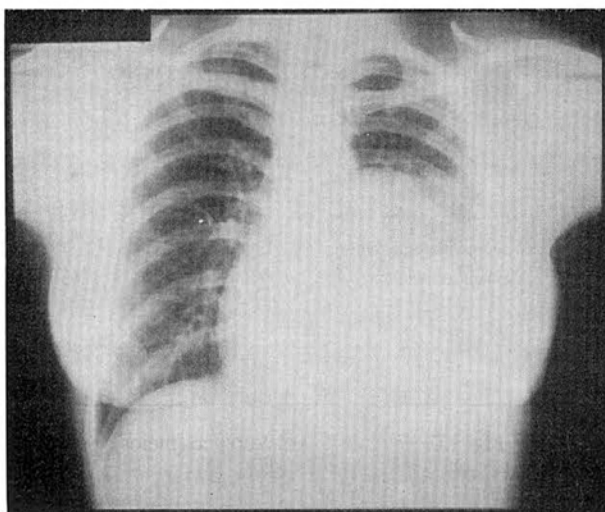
Radiografia de tórax, PA e perfil, mostrando massa de grandes dimensões do mediastino anterior, à esquerda e derrame pleural.
